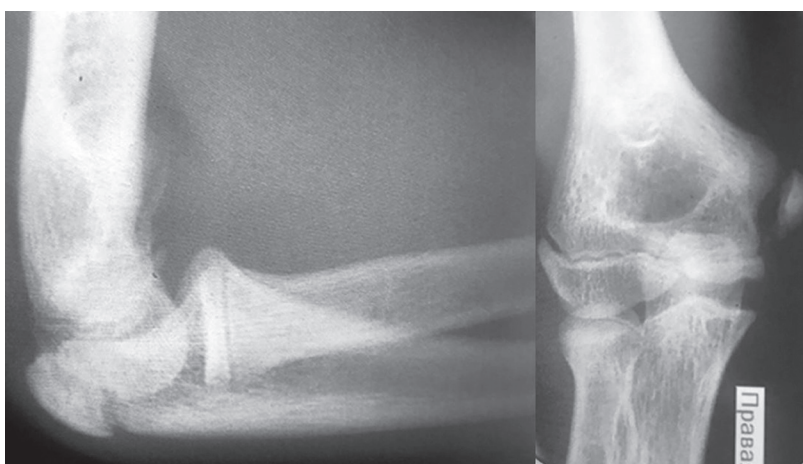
Рентгенограммы локтевого сустава больного А. в двух проекциях
